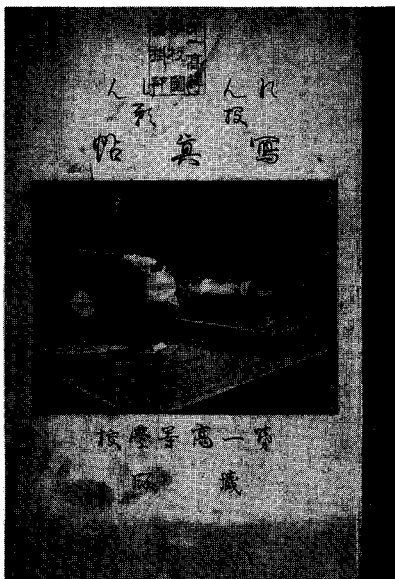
日本最初のX線写真を掲載した本、1896年5月15日出版
